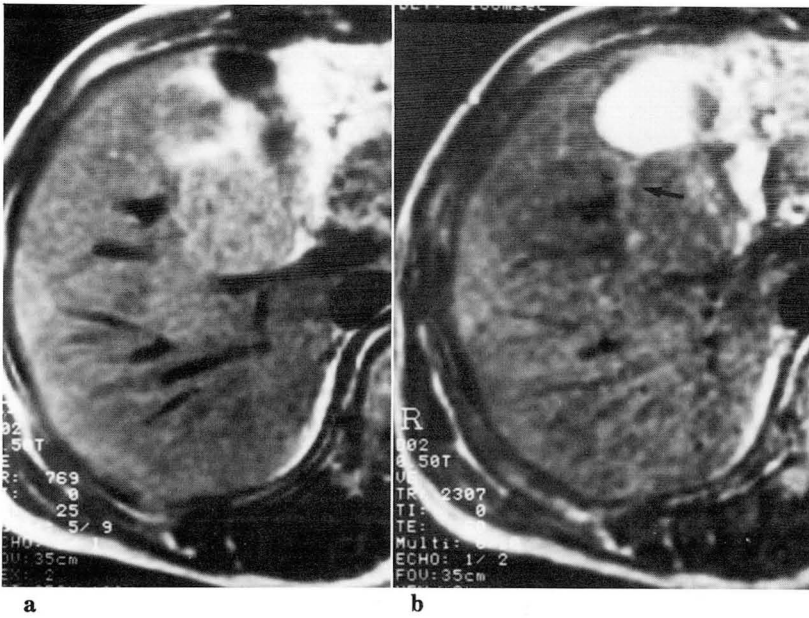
T1-weighted MR image (769/25) of the same level of Fig. 1 shows mass in the segment 5 which has high signal intensity, without difference in signal intensity in the mass(a). T2-weighted MR image (2307/60) shows minimal high signal intensity in peripheral zone and moderate high signal intensity in central zone relative to surrounding liver parenchyme, Peripheral rim of tumor has double layers with inner low signal intensity(arrow) and outer high signal intensity(arrowhead) (b).
